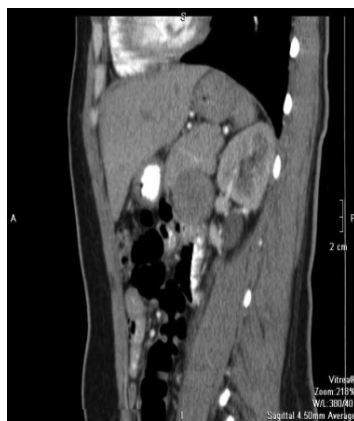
МСКТ брюшной полости.
